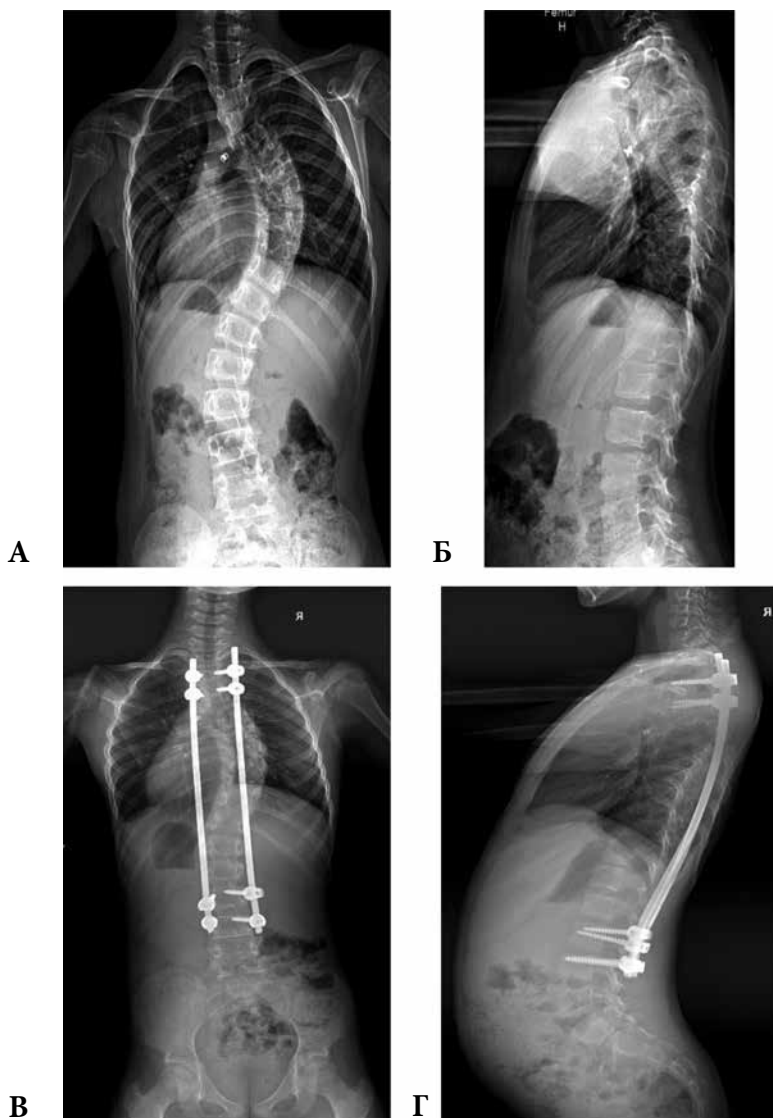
Рентгенограммы позвоночника пациентки М. 8 лет в 2-х проекциях стоя до (А-Б) и после (В-Г) хирургического устранения деформации
